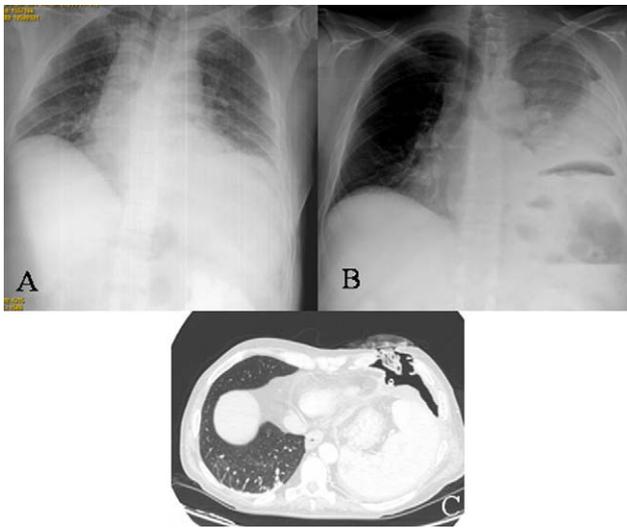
A) Rx tórax de entrada en urgencias, sin evidenciarse lesiones pleuropulmonares agudas. B) Rx tórax con derrame pleural e hidroneumotórax. C) TC tóracoabdominal donde se evidencia solución de continuidad de la pared torácica y derrame pleural izquierdo asociado.
